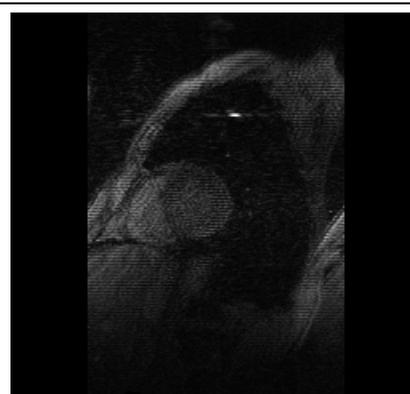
心臓および頭部のタグging MRI 画像例
